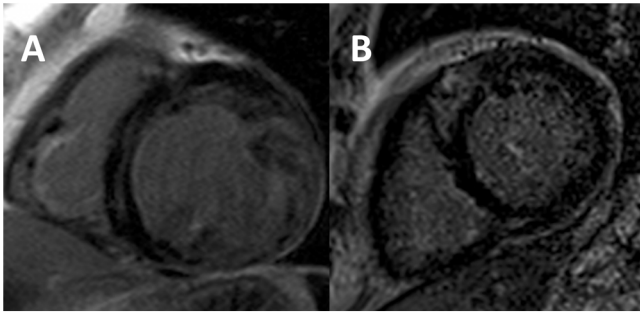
Imágenes de resonancia magnética cardiovascular potenciadas en T₁ en las que se observan distintos patrones de realce tardío de gadolinio en el miocardio no compactado. A: captación lineal intramiocárdica del tabique basal. B: captación focal intramiocárdica del tabique anteroseptal.
